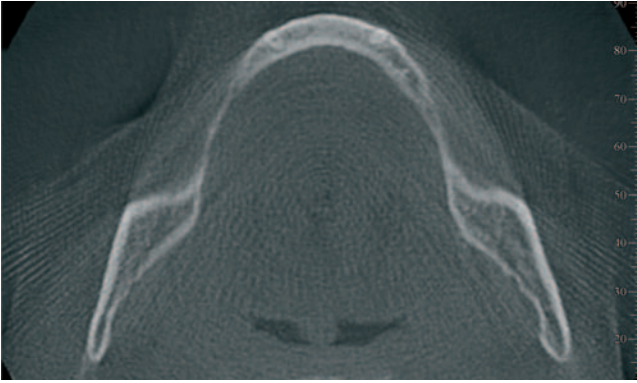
Röntgenologische Ausgangssituation im DVT. – Abb. 3: Klinische Ausgangssituation.
